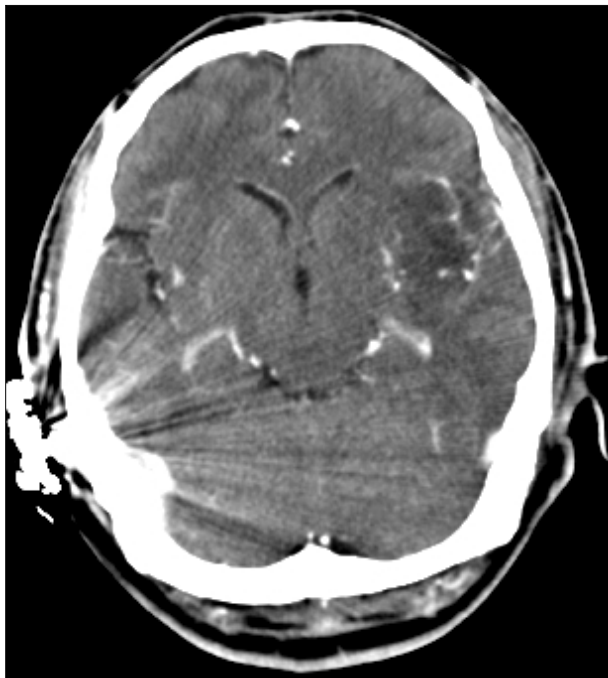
Axial image of brain CT shows low density lesion in left side head of caudate nucleus and putamen.
